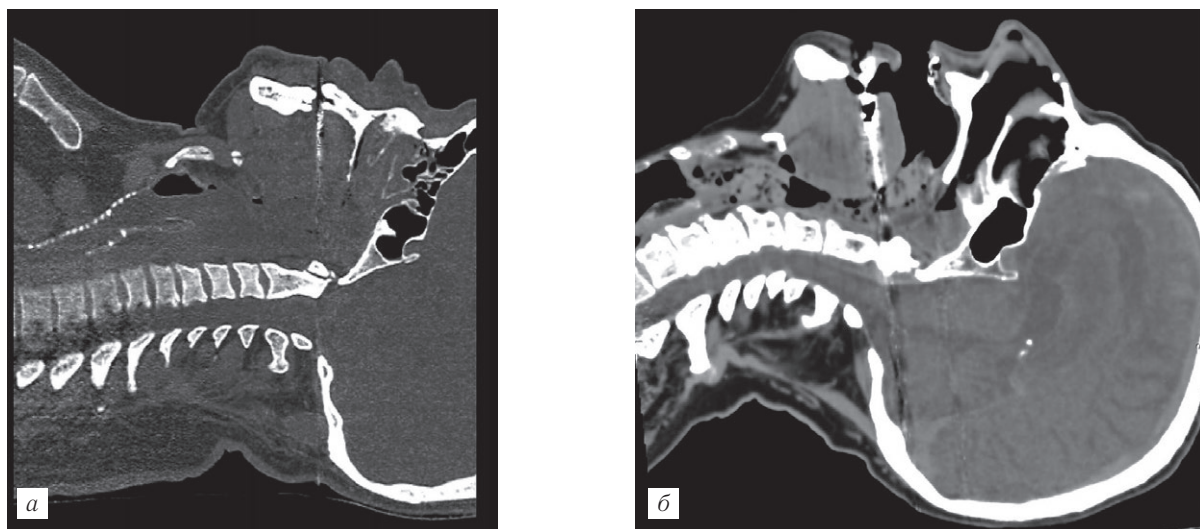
Дифференциальная диагностика между «нормой» при ПМКТ (а) и obturационной асфиксией (б): а — ПМКТ шеи. «Нормальная» КТ-морфология. Жидкость в трахее и верхних дыхательных путях — результат посмертной регургитации; б — ПМКТ головы и шеи. Смерть от удушья. Obturация дыхательных путей кусками плохо пережеванного мяса [18].
